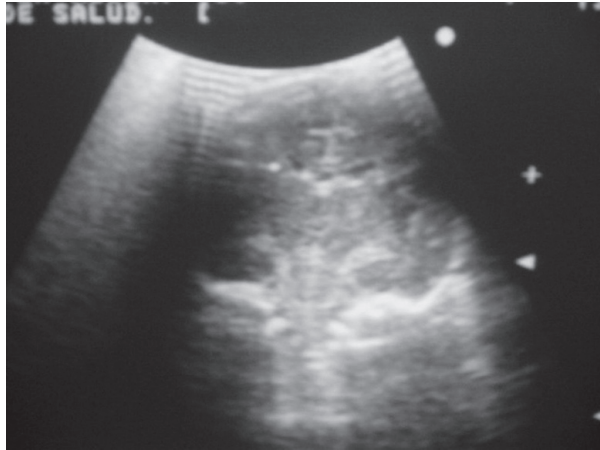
Ultrasonido transfontanelar, corte coronal medio: imágenes hiperecogénicas delimitadas periventriculares (ventrículos laterales) que corresponden a calcificaciones.
